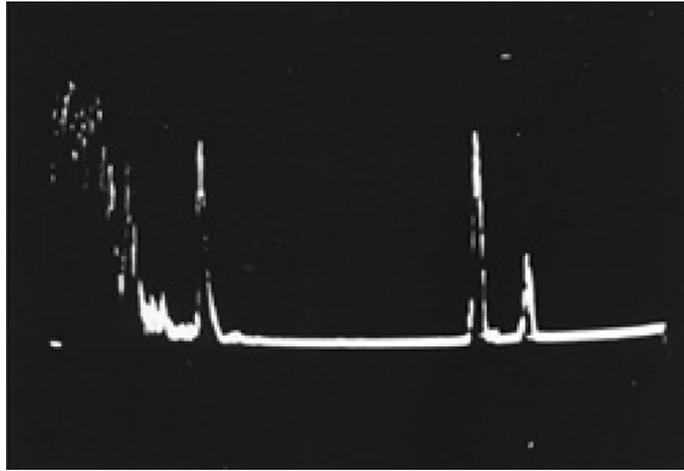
Imagen de ultrasonido en modo "A" o amplitud. Tomada de la referencia 6.
